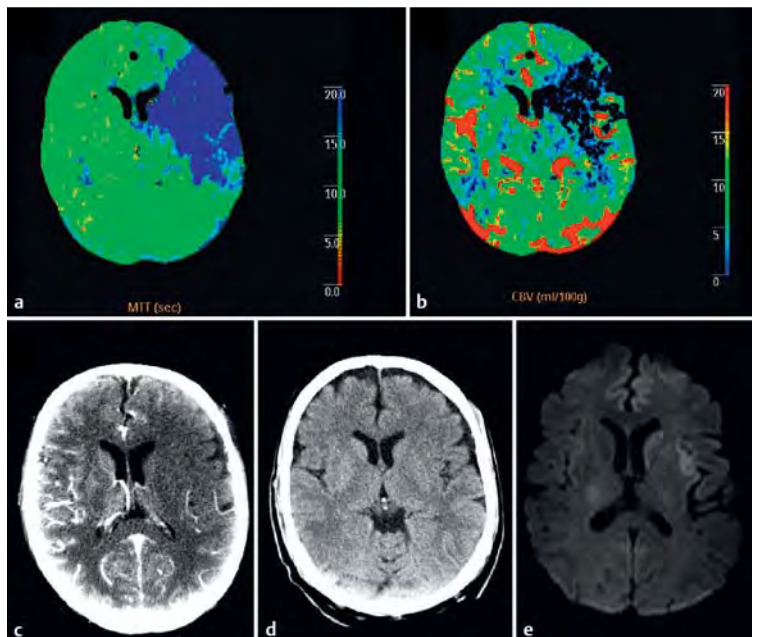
Karotis-T-Verschluss, reversible CBV-Minderung: Mann, 67 Jahre; Klinik: Hemiplegie rechts, Aphasie; CTA: Karotis-T-Verschluss links. a MTT: deutliche MTT-Verlängerung im Mediaterritorium links. b CBV: deutliche CBV-Minderung frontal links. c CTA-Quellbilder: ausgedehnte Hypodensität frontal und temporal links. d CCT nativ: keine eindeutige Frühhypodensität. Therapie bei sehr frühem Zeitfenster  $< 3$  h: intravenöse Lyse und Thrombektomie mit rascher Rekanalisierung. e DWI im Verlauf: lediglich Demarkierung eines kleinen insulären Infarkts.
